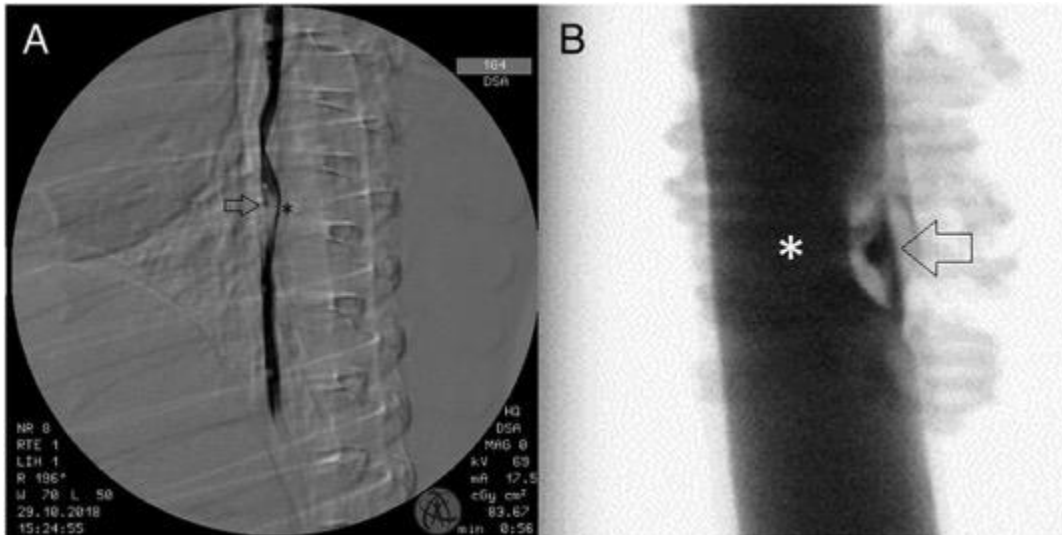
Digitale Subtraktionsradiographie des Ösophagus (A) am 10. postoperativen Tag nach Magnetenplatzierung und hochauflösendes Röntgenbild mit Ösophaguskontrastierung (B) nach Ösophagusentnahme. Die Pfeile zeigen eine magnetische Anastomose und die Sternchen ein Bypasslumen.
